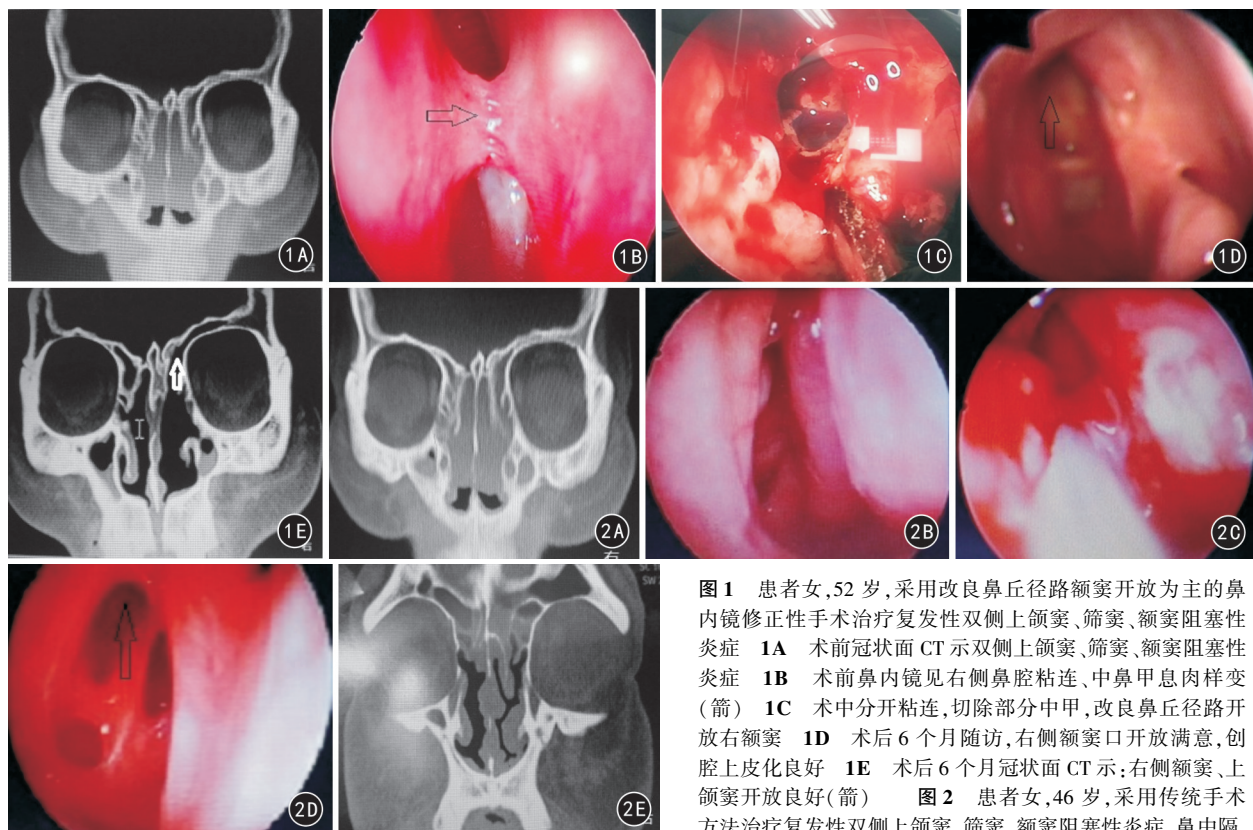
患者女,52 岁,采用改良鼻丘径路额窦开放为主的鼻内镜修正性手术治疗复发性双侧上颌窦、筛窦、额窦阻塞性炎症 1A 术前冠状面 CT 示双侧上颌窦、筛窦、额窦阻塞性炎症 1B 术前鼻内镜见右侧鼻腔粘连、中鼻甲息肉样变(箭) 1C 术中分开粘连,切除部分中甲,改良鼻丘径路开放右额窦 1D 术后 6 个月随访,右侧额窦口开放满意,创腔上皮化良好 1E 术后 6 个月冠状面 CT 示:右侧额窦、上颌窦开放良好(箭) 图 2 患者女,46 岁,采用传统手术方法治疗复发性双侧上颌窦、筛窦、额窦阻塞性炎症、鼻中隔偏曲 2A 术前冠状面 CT 片示双侧上颌窦、筛窦、额窦阻塞性炎症、鼻中隔偏曲 2B 术前鼻内镜示右侧中鼻道息肉复发、鼻中隔偏曲 2C 术中开放右上颌窦、筛窦、额窦可见脓性分泌物 2D 术后 6 个月内镜下复查仍可见右侧中鼻道粘连、额窦口闭锁 2E 术后 6 个月随访冠状面 CT 示双侧筛窦、上颌窦、额窦仍有炎症、鼻中隔偏曲未矫正
